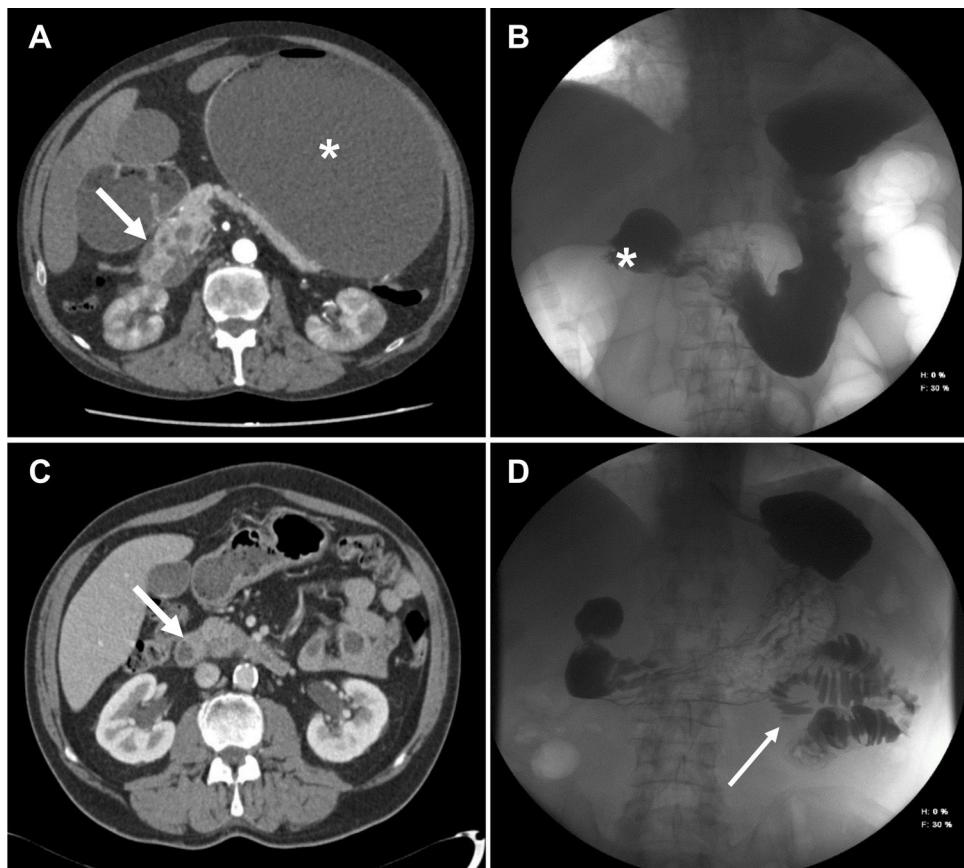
Obstrucción duodenal por pancreatitis del surco antes (A y B) y un mes después (C y D) de iniciar lanreótido. A: Tomografía computarizada con aumento de la cabeza pancreática y surco pancreatoduodenal (flecha) que condiciona estómago de retención (*). B: Estudio baritado sin paso de contraste a la segunda porción duodenal (*). C: Tomografía computarizada con resolución de cambios inflamatorios (flecha). D: Estudio baritado con paso de contraste a segmentos distales de intestino delgado (flecha).
